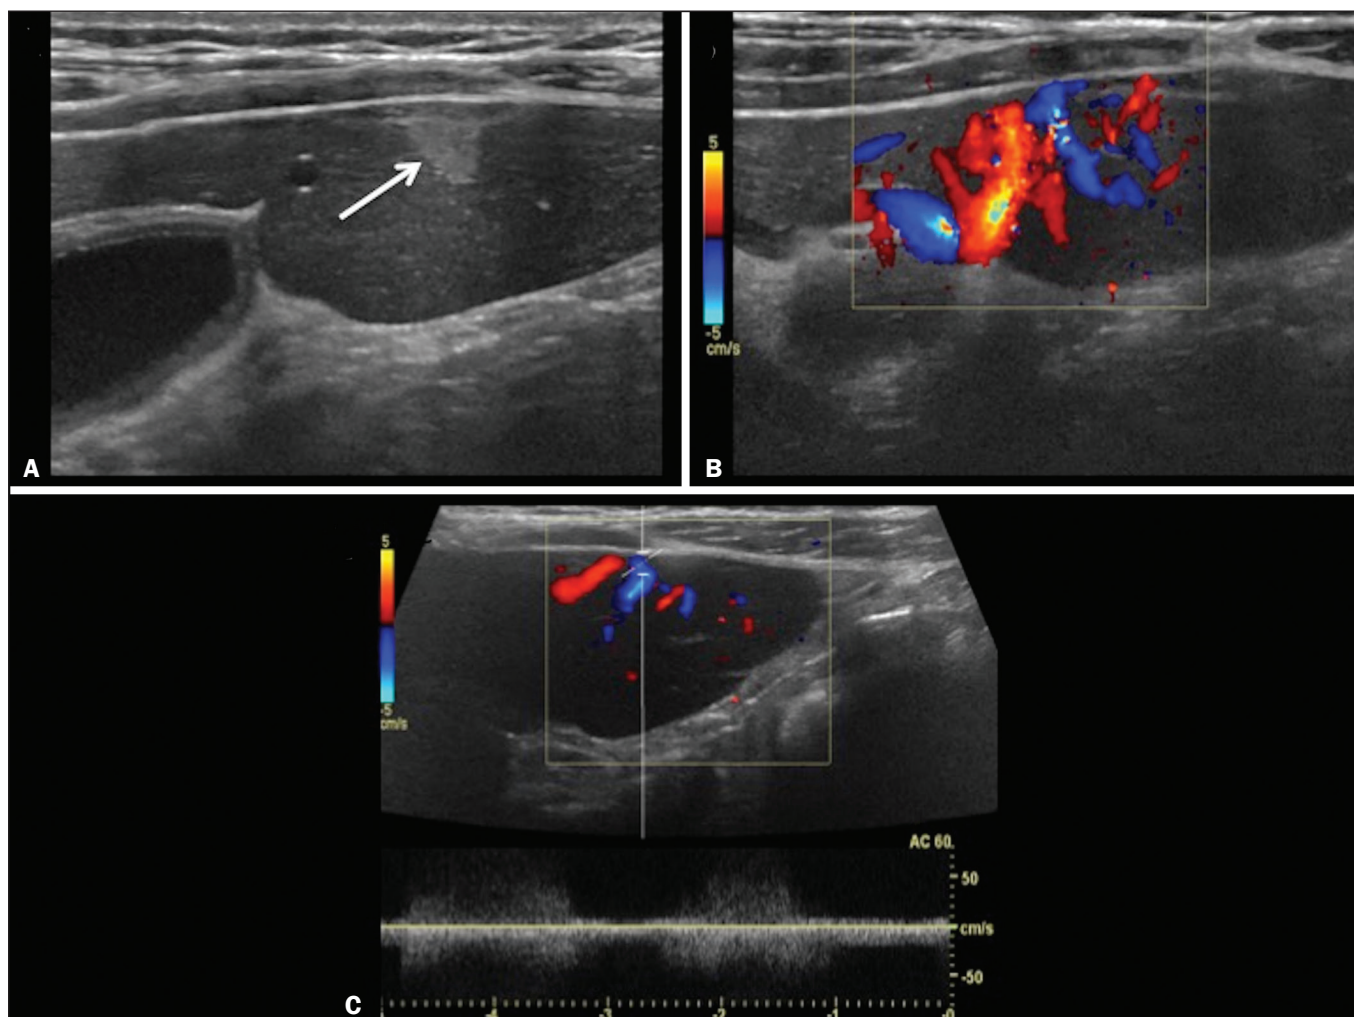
Malformação arteriovenosa hepática congênita. Menina de quatro anos de idade com telangiectasia hemorrágica hereditária apresentando malformação vascular hepática complexa. A: US modo B mostra lesão focal hiperecogênica subcapsular (telangiectasia). B: Doppler demonstra vasos calibrosos tortuosos em direção à lesão. C: Análise espectral revela fluxo turbulento e com alta velocidade. Sinais de hipertensão portal, tais como fluxo invertido na veia porta e circulação colateral, estavam presentes por ocasião do diagnóstico (imagens não incluídas).
